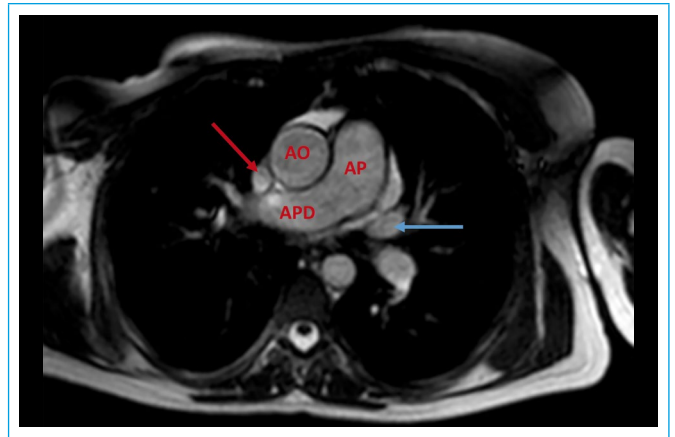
Cardio-RM corte transversal a nivel de la arteria pulmonar (AO: aorta ascendente; AP: arteria pulmonar; APD: arteria pulmonar derecha; flecha roja: vena cava superior; flecha azul: vena cava superior izquierda persistente)
